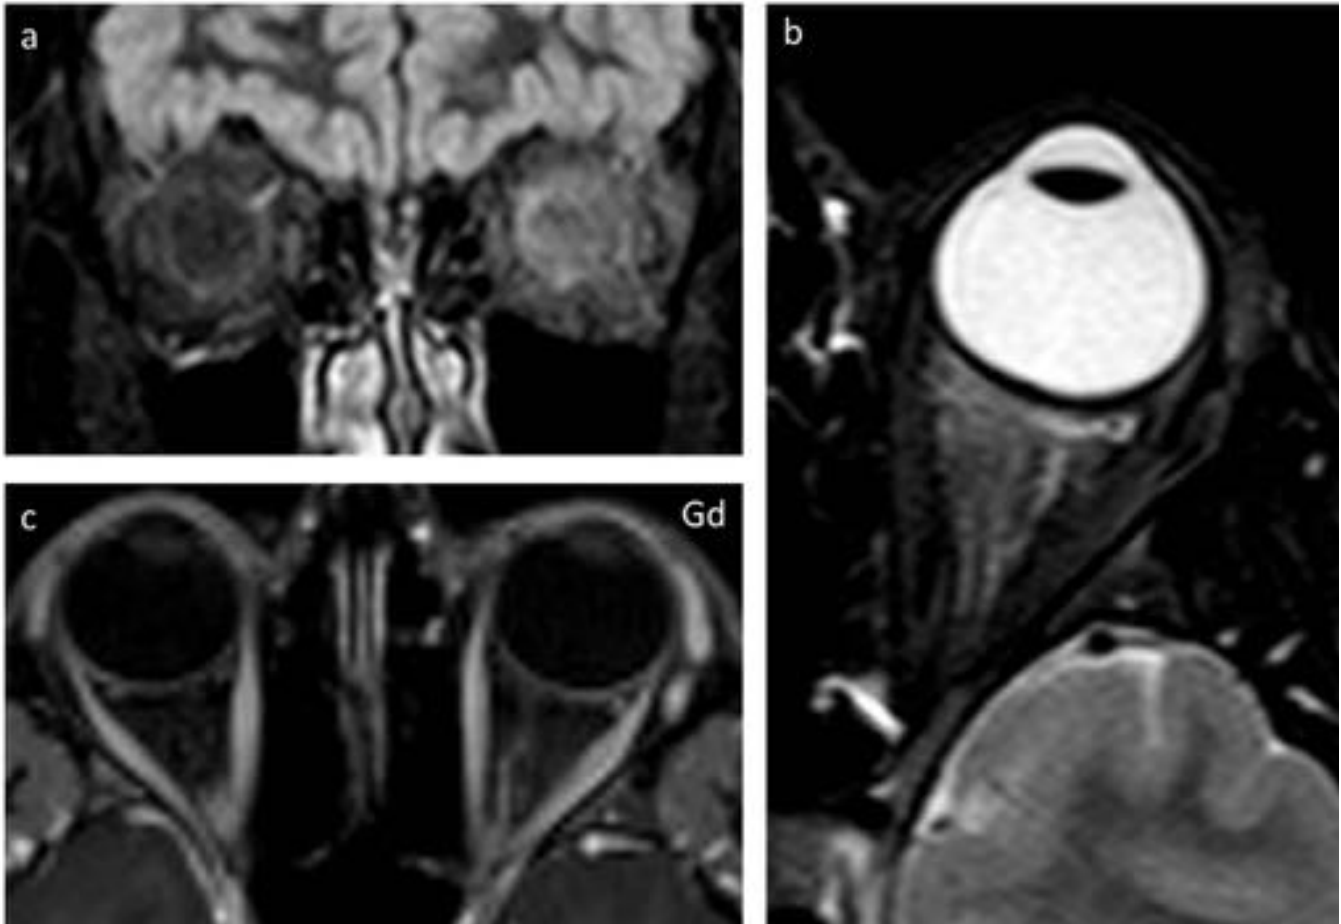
Caso-3: Imágenes de resonancia magnética en cortes axial (b y c) y coronal (a). Se aprecia un aumento difuso de intensidad de señal de la grasa intra y extraconal, perinerviosa, de la glándula lagrimal, del recto lateral, medial y superior, todo ello del lado izquierdo. Tras la administración de gadolinio se aprecia una captación difusa, más marcada en la zona perineural anterior.
